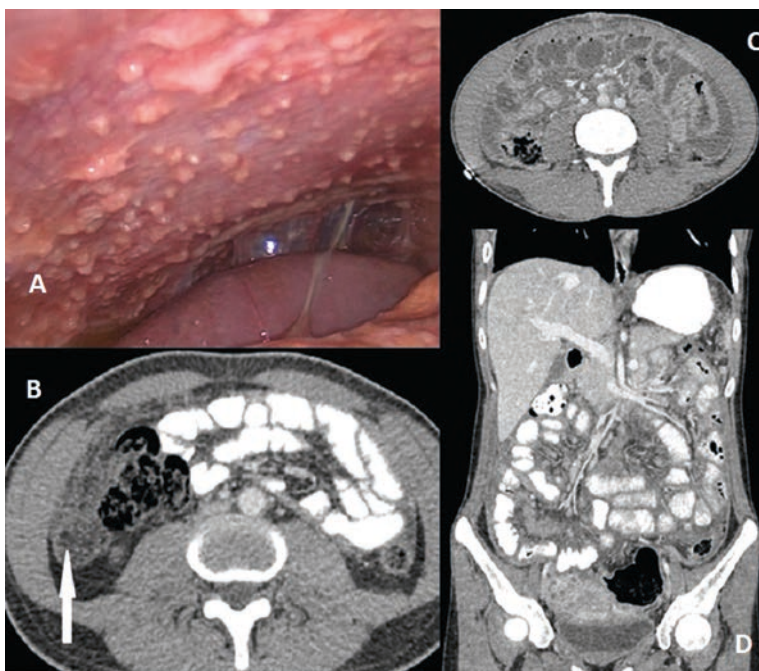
Туберкулезный перитонит. А. Лапароскопия: брюшина гиперемизованная, отекая, видны многочисленные туберкулезные бугорки-диссеминаты. В. КТ (аксиальный скан) – брюшина неравномерно утолщена, стрелкой указан отечный слоистый сальник. С. КТ (аксиальный скан) – свободная жидкость в брюшной полости, равномерное утолщение брюшины. D. КТ (фронтальный скан) – свободная жидкость в брюшной полости, равномерное утолщение брюшины, усиление сосудистого рисунка, увеличение мезентериальных лимфатических узлов.
